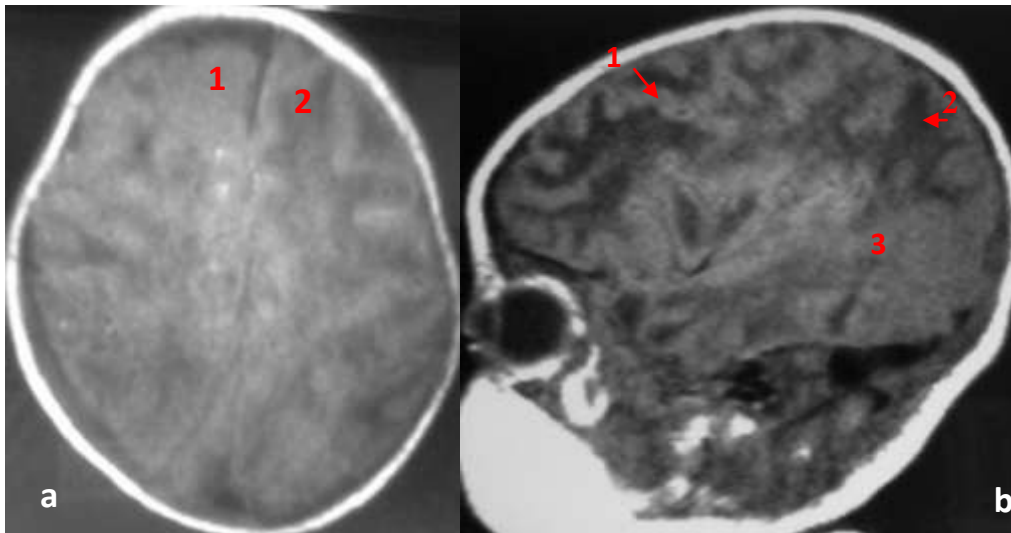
Ischémie multifocale et diffuse à l'IRM
